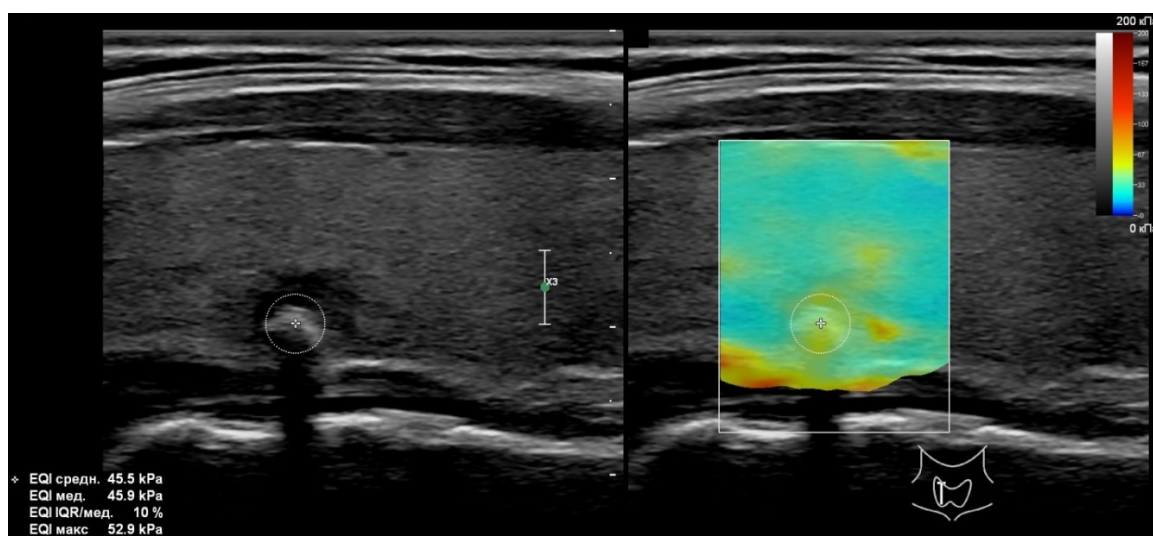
Гиперэхогенный узел правой доли ЩЖ с размытой гипоэхогенной зоной вокруг с гиперэхогенным локусом до 6 мм и акустической тенью. На соноэластографии – высокая жесткость узла. ТАПБ – атипия неясного генеза (Bethesda III). Операция ввиду высокой вероятности рака ЩЖ на основании данных УЗИ. Патоморфологическое исследование – кальцинированный узел ЩЖ (фолликулярный зоб)
